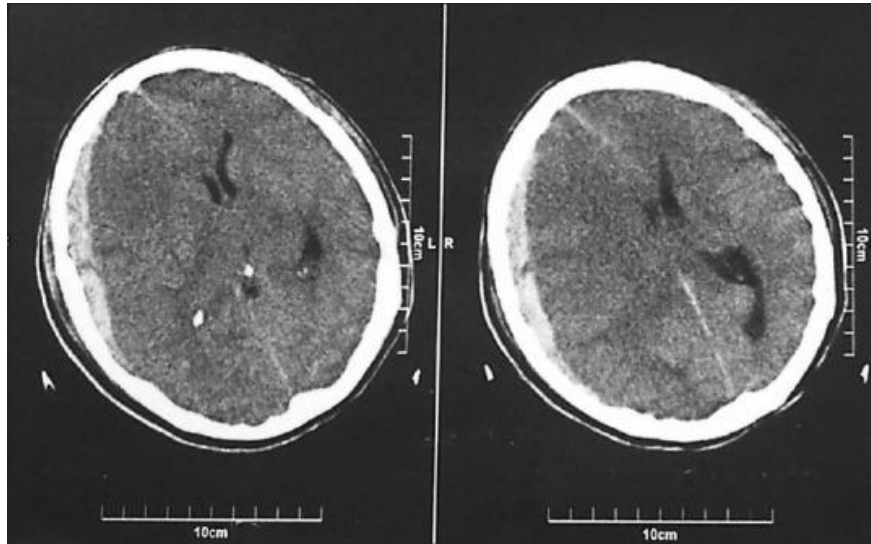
TC simple de cráneo, muestra HSDA con hemorragia subaracnoidea adyacente
